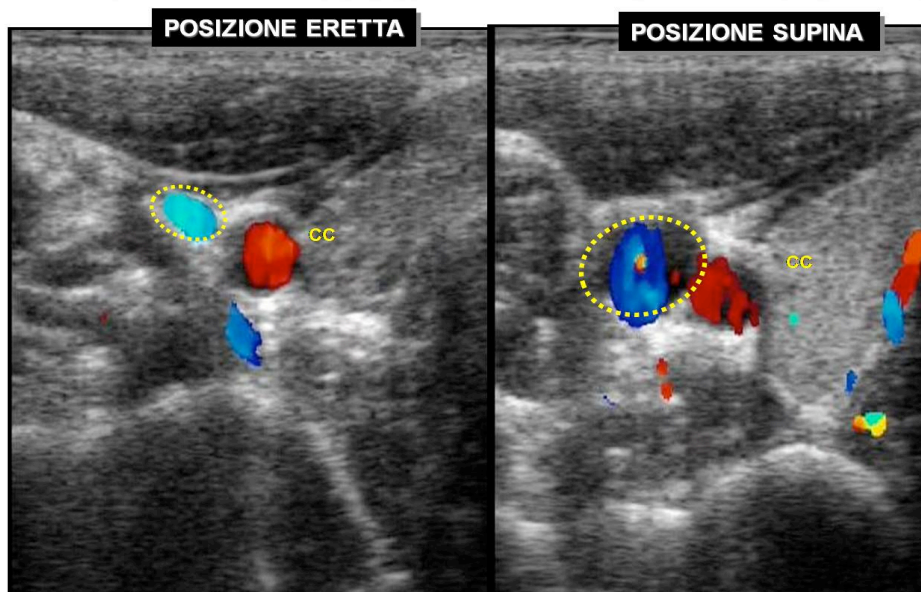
Immagine eco-color Doppler in cui si nota la differenza dell'area di sezione (cerchio giallo) della vena giugulare interna misurata in posizione eretta (sinistra) e in posizione supina (destra).
